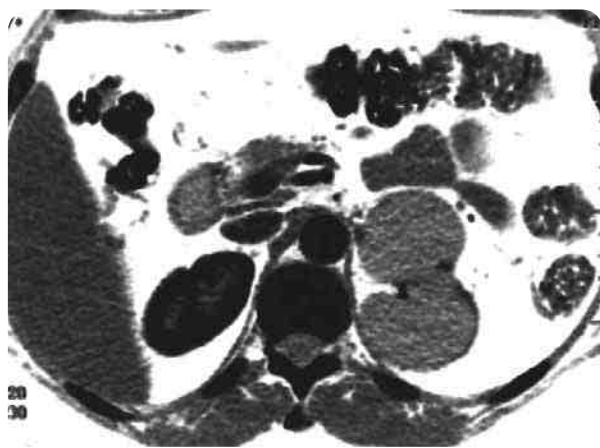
Компьютерная томограмма. Киста левого надпочечника
